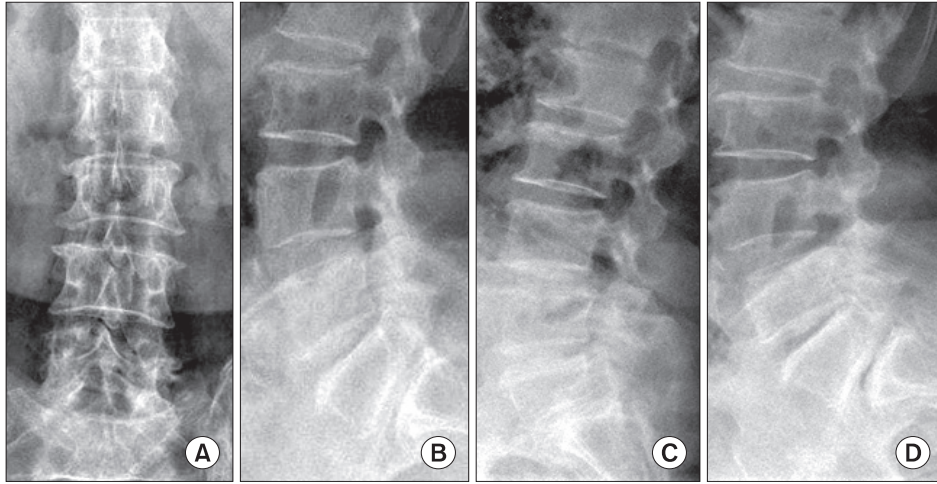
Preoperative plain radiographs. (A, B) Anteroposterior (A) and lateral (B) radiographs show degenerative spondylosis in L4-5-S1 level. (C, D) Flexion (C) and extension (D) lateral radiographs show spondylolisthesis on L5-S1 level.
